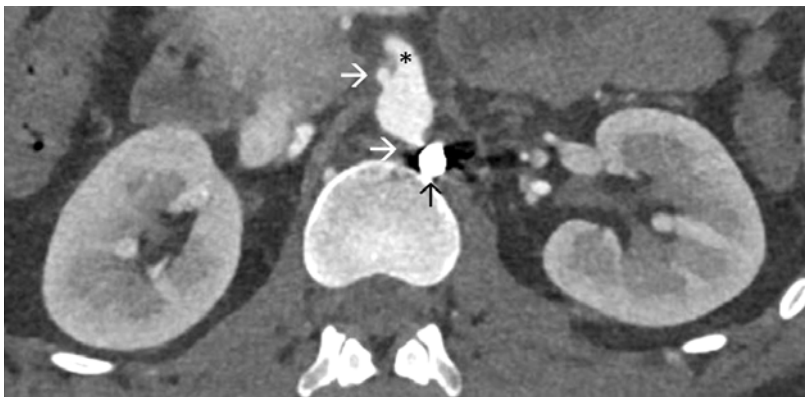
Postoperative CT-Angiographie nach 10 Tagen: Aneurysma spurium (weisse Pfeile) der Aorta im Bereich des Abganges der Arteria mesenterica superior (*), prävertebrales liegendes Projektil (schwarzer Pfeil).
